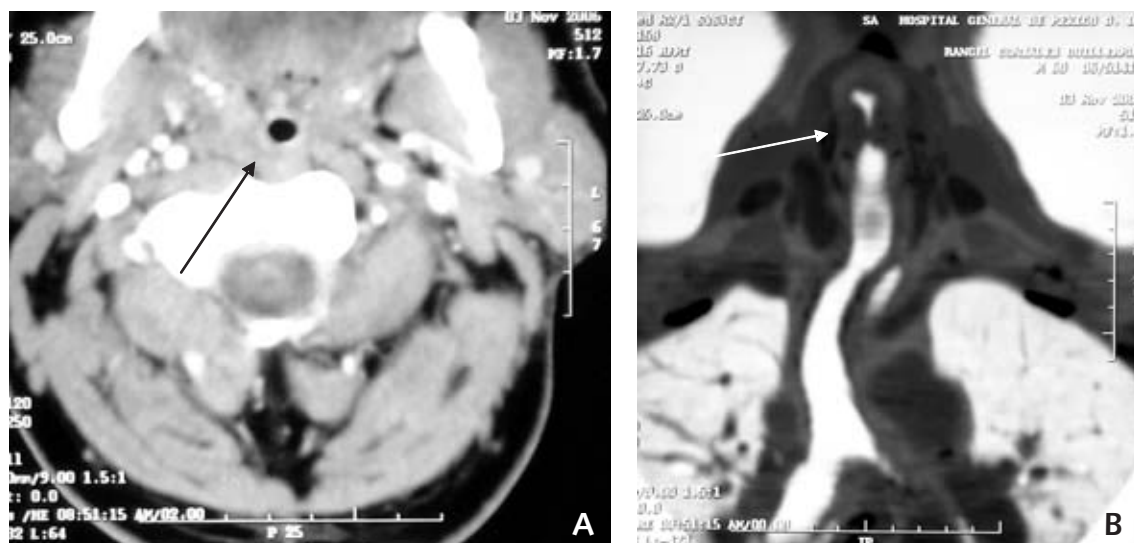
Mismo caso de la figura 2. A. TC que demuestra una aparente estenosis glótica, B. corte coronal con la glotis cerrada.
